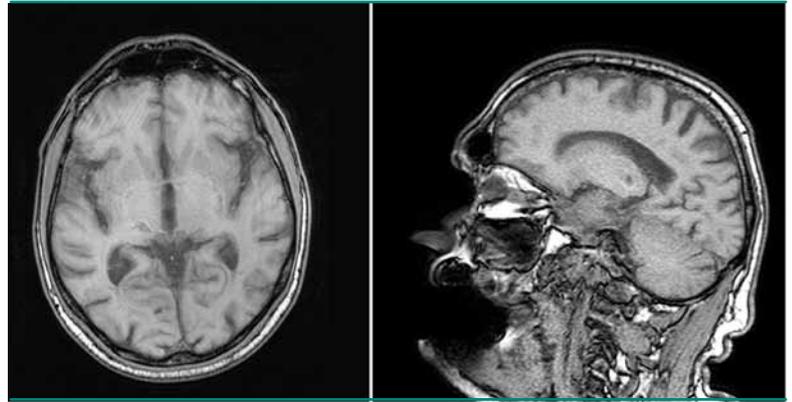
Das T1-gewichtete MRT zeigt eine lakunäre Läsion im hinteren Thalamus rechts
